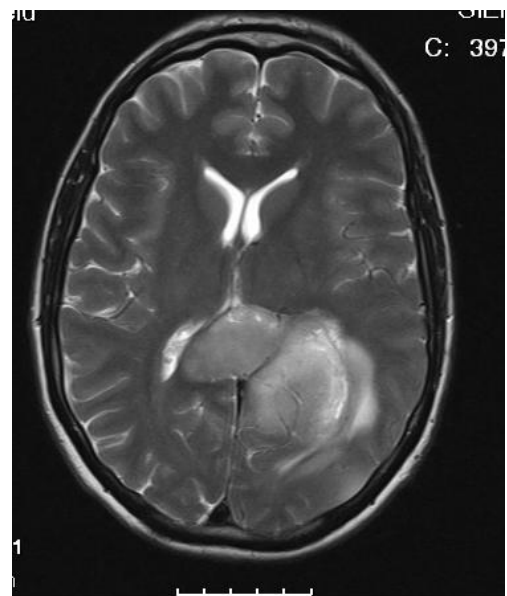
großes perifokales Ödem in MRT-T2
